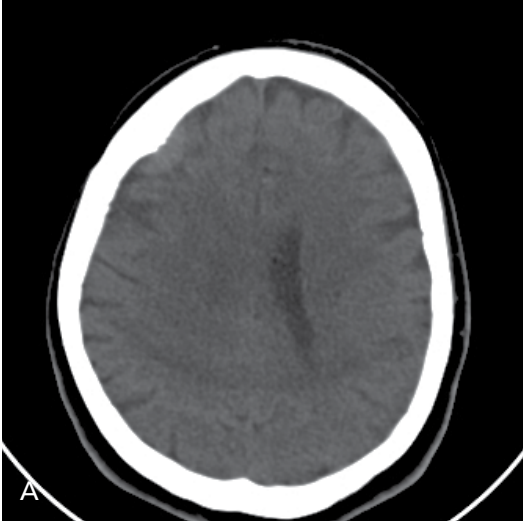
A, B. Sağ parasagittal menenjiomu olan erkek hastanın prekontrast koronal BT (A) tetkikinde lezyonun hiperdens olduğu ve postkontrast koronal BT'de (B) homojen kontrastlandığı izleniyor.
